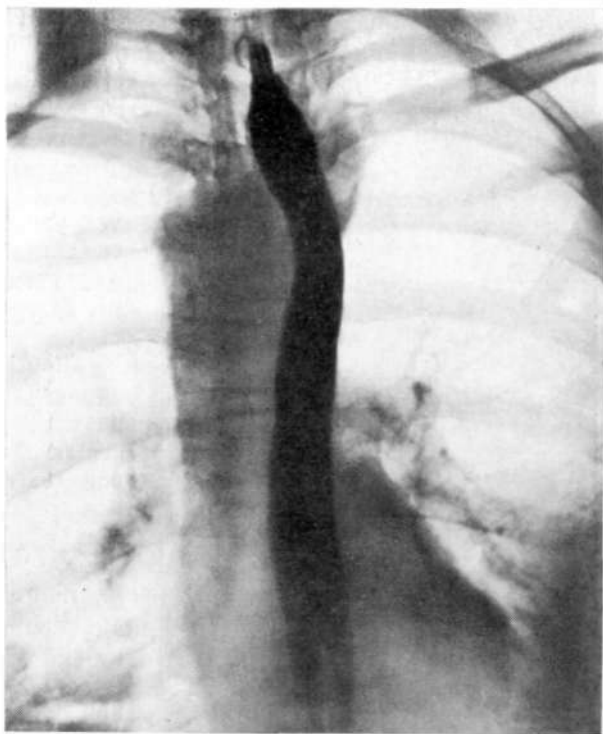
П. Рентгенограмма пищевода при праволежащей дуге аорты в прямой проекции. Дефект наполнения полукруглой формы по правому контуру пищевода на уровне дуги аорты.
